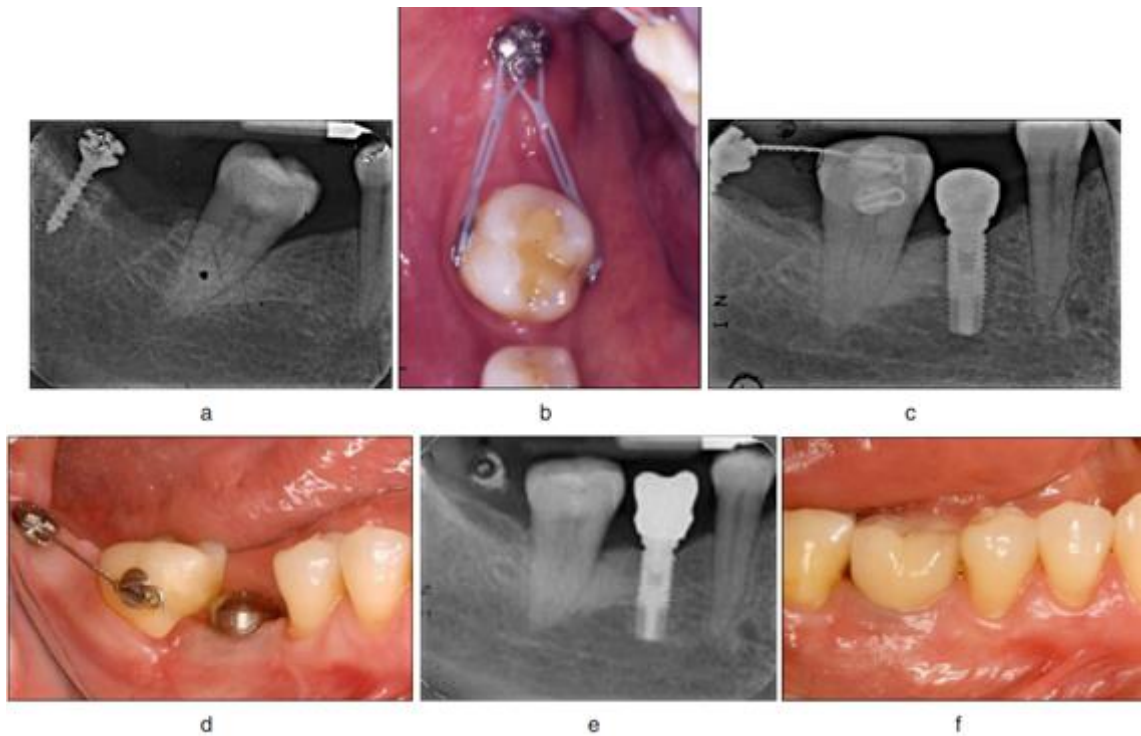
Redressement d'une 47 en vue de la mise en place d'un implant pour remplacer la 36 (a) Radiographie périapicale montrant la mini-vis placée en distal de la seconde molaire. (b) Deux chaînettes élastiques sont reliées à deux crochets collés directement sur les faces vestibulaire et linguale de la molaire. (c) Insertion de l'implant après le redressement de la seconde molaire. (d) Ligature torsadée en acier utilisée pour stabiliser la position de la seconde molaire. (e) Radiographie périapicale de fin de traitement. (f) Après traitement orthodontique et après réhabilitation prothétique (101)
